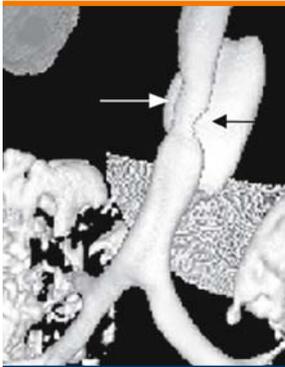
Malacia asintomatica causata da un arco aortico destroposto. Ricostruzione tridimensionale con TC spirale. Le frecce evidenziano la doppia compressione tracheale causata dalle arterie carotidi comuni di destra e di sinistra. Caso personale
